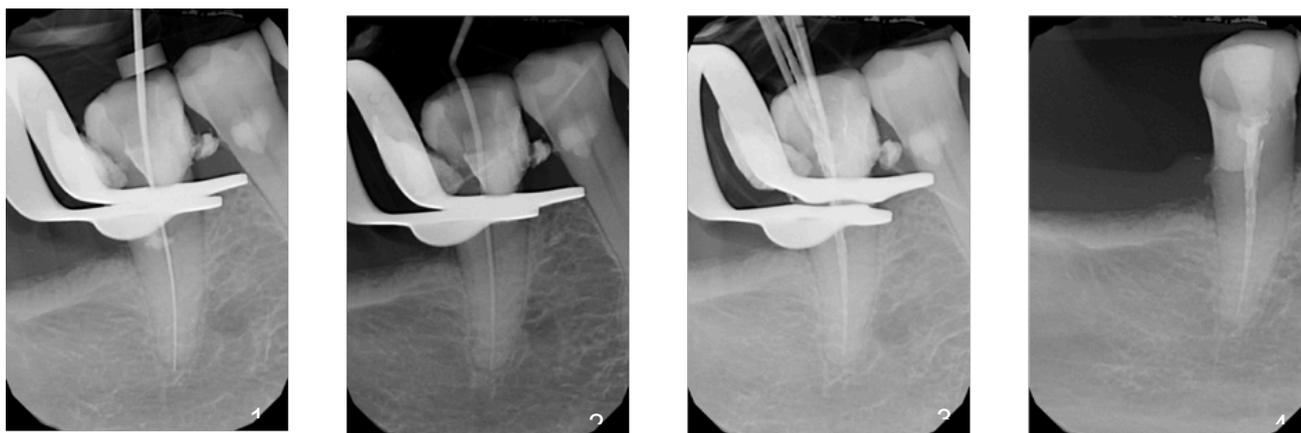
Radiografías endodoncia 45: 1) Radiografía de conductometría, 2) Radiografía de conometría, 3) Radiografía compactación gutapercha maestra y accesorias, 4) Radiografía con obturación de conductos y obturación final.
